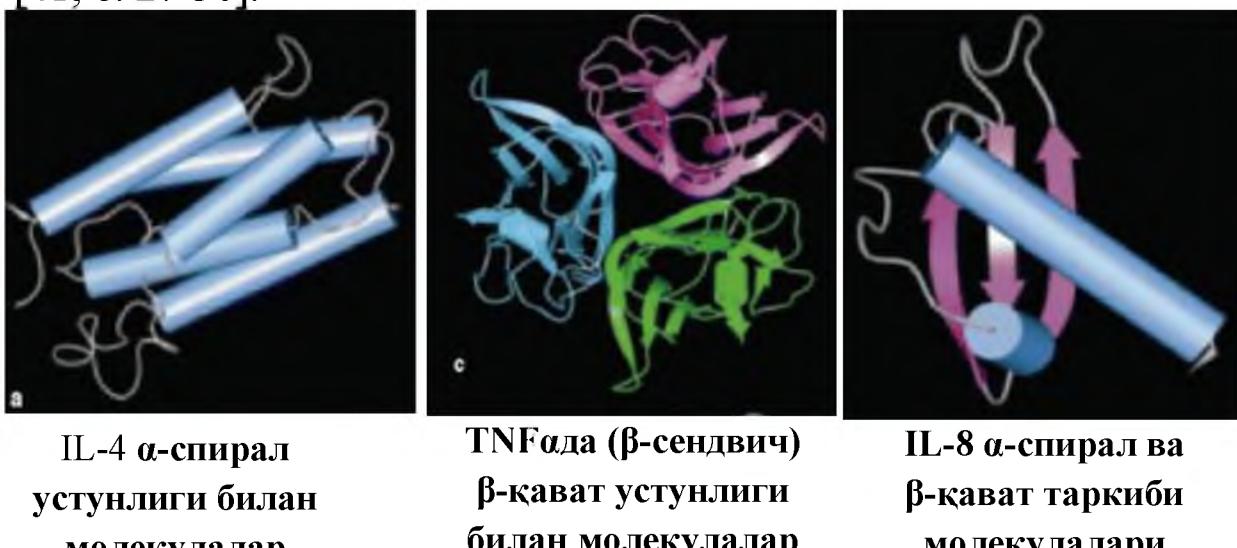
IL-4, TNF α , IL-8 цитокинларнинг тузилиши (Л.Г. Малая. 2000.)
